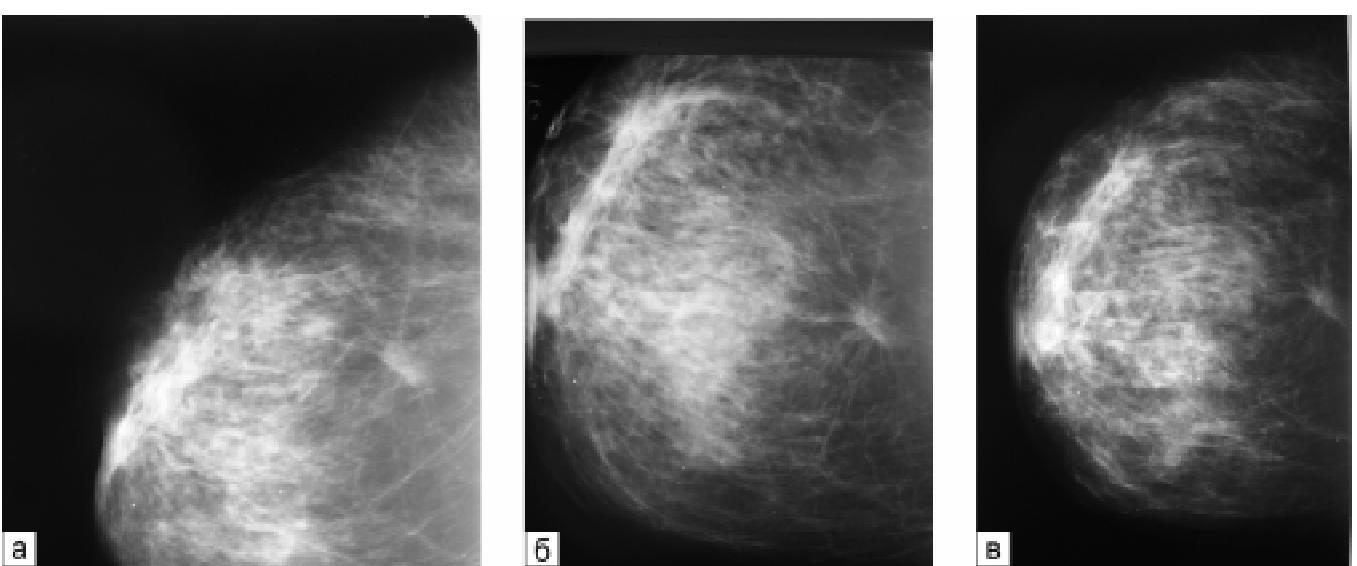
Рентгенограми лівої грудної залози хворої Д.Н.І.: а — до лікування; б — після НПХТ; в — після ХПТ
